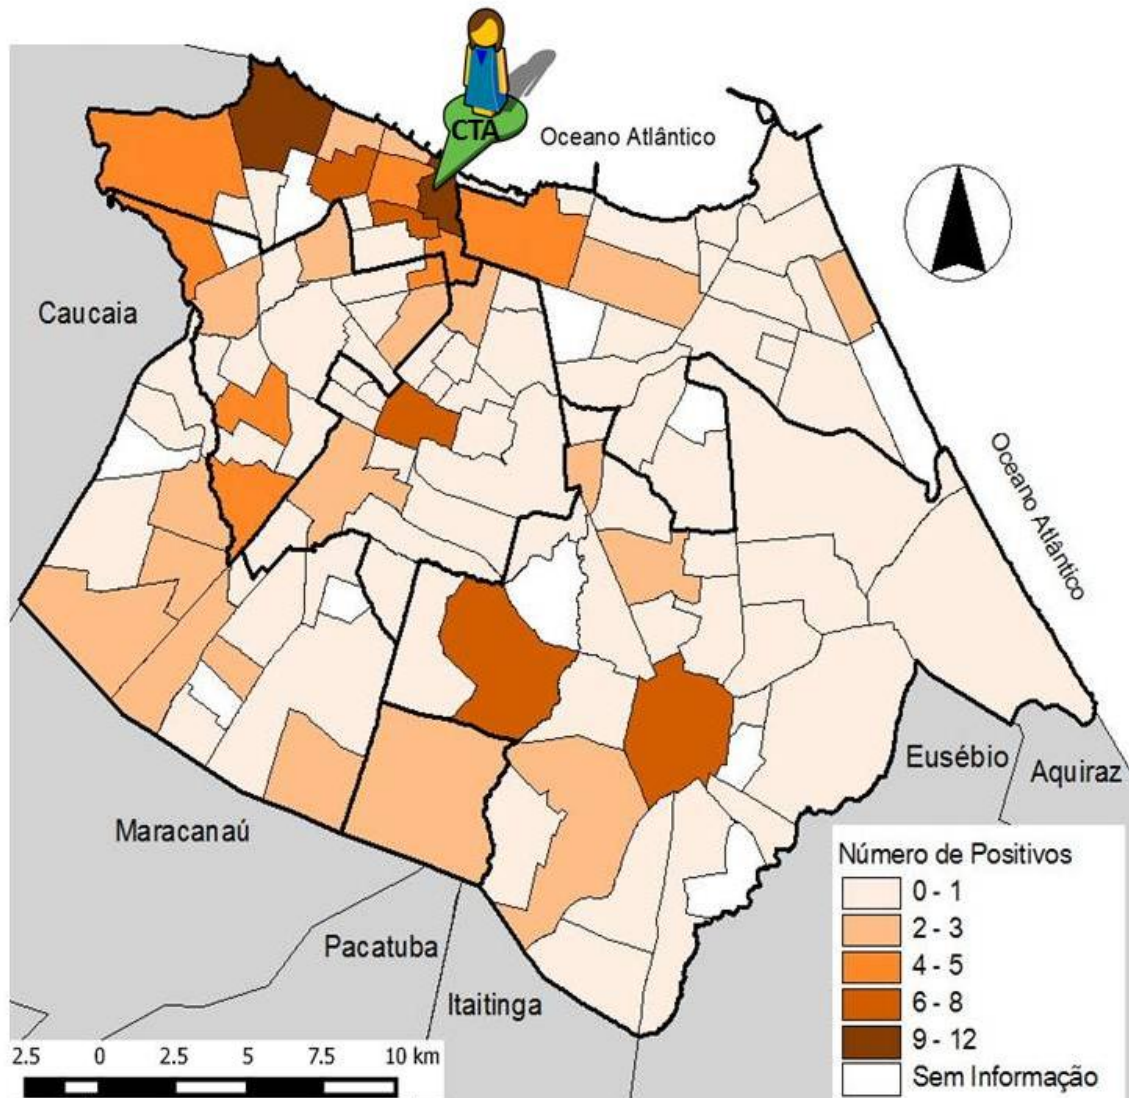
Mapa de distribuição, por bairro, dos usuários testados para HIV no CTA de Fortaleza.
